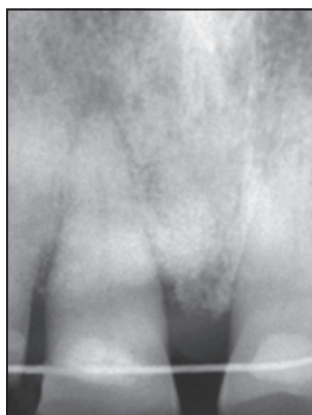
Röntgenaufnahme 11 Monate postoperativ, während ein endodontischer Abszess bestand.
